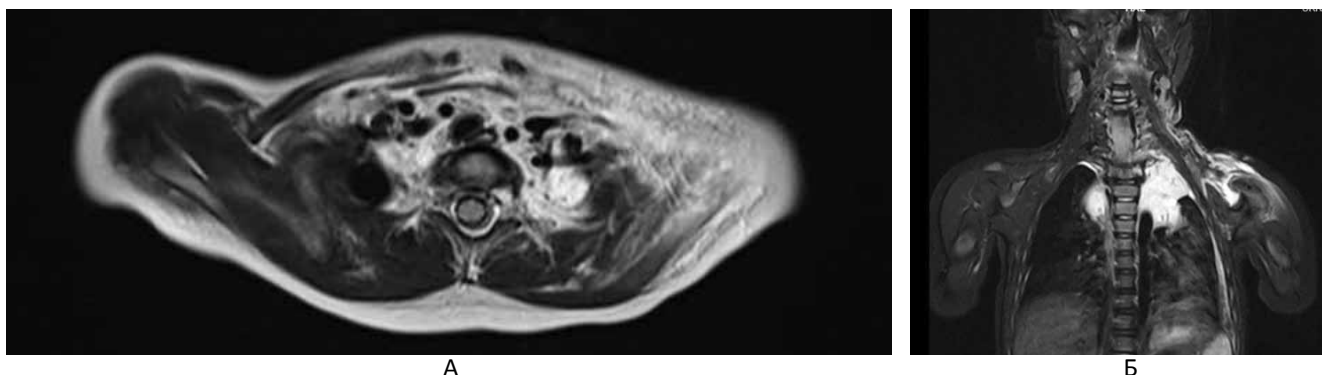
Дівчинка Б., 2 роки. Синдром Горам–Стаут. МРТ в режимі T2, аксіальна (А) і коронарна (Б) проекція. Мікрокістозні ЛМ інфільтрують м'які тканини плечового поясу, поширюються в середостіння
